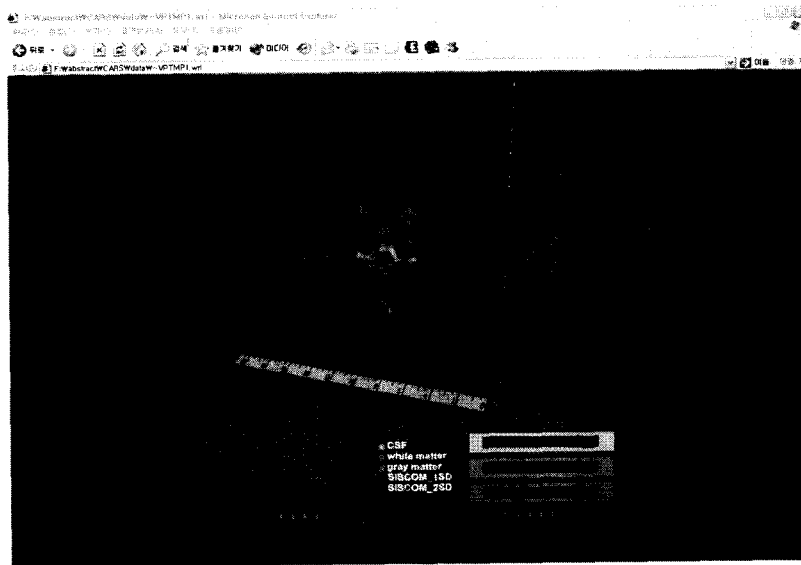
Localization of 2-SD seizure focus using VRML measuring tool in 3D coordinate system ($x=15$ cm, $y=8.25$ cm, $z=8$ cm). The anatomy corresponding to the seizure focus could be confirmed by MRI planar images crossing 3D surface models.
